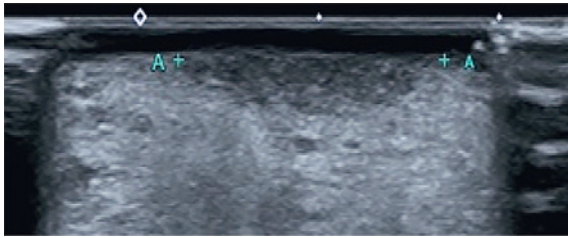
УЗИ картина хронической язвы языка. Гипоэхогенный очаг с ровными контурами, размером: длина – 0,148 см, ширина – 0,56 см, глубина – 0,34 см
